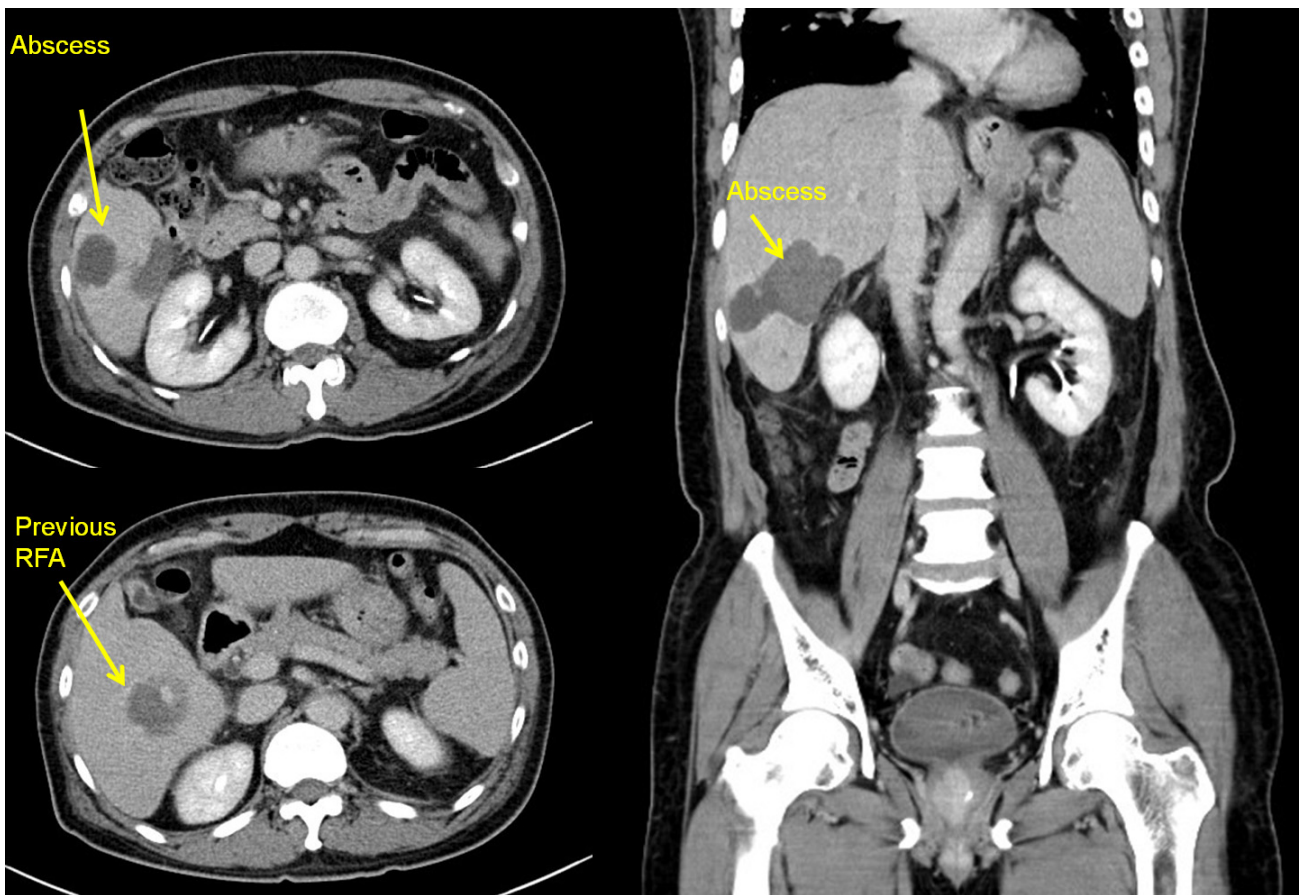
CT shows newly developed connected liver abscesses in segments 5 and 6 (the previous radiofrequency ablation site).
